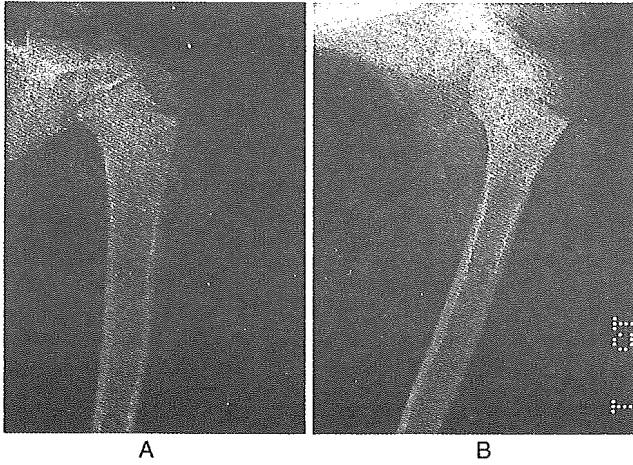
Plain X-ray findings of the presented case (A, AP view; B, lateral view) before chemotherapy. There is no clear periosteal reaction and saucerization at of the cortical surface of the humerus is observed. No clear osteolytic lesions are observed in the bone marrow.
